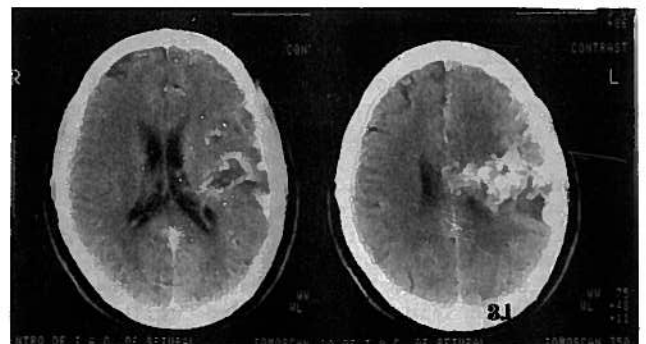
Caso n.º 3.— TAC que demonstra a topografia, as dimensões e as relações profundas da MAV com o ventrículo lateral e corpo caloso.
